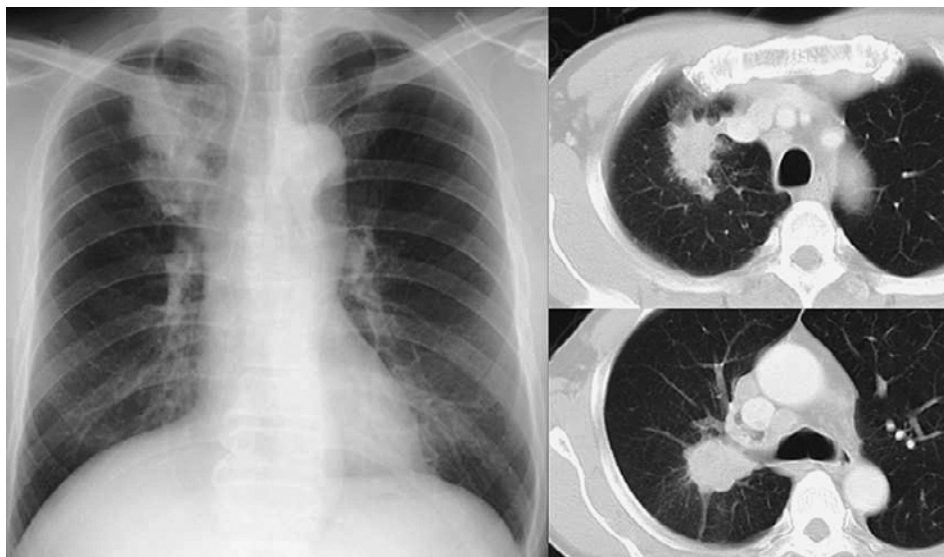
A chest X-ray and CT scan showed primary lung cancer in the right S² and S⁶ extending across the major fissure.
